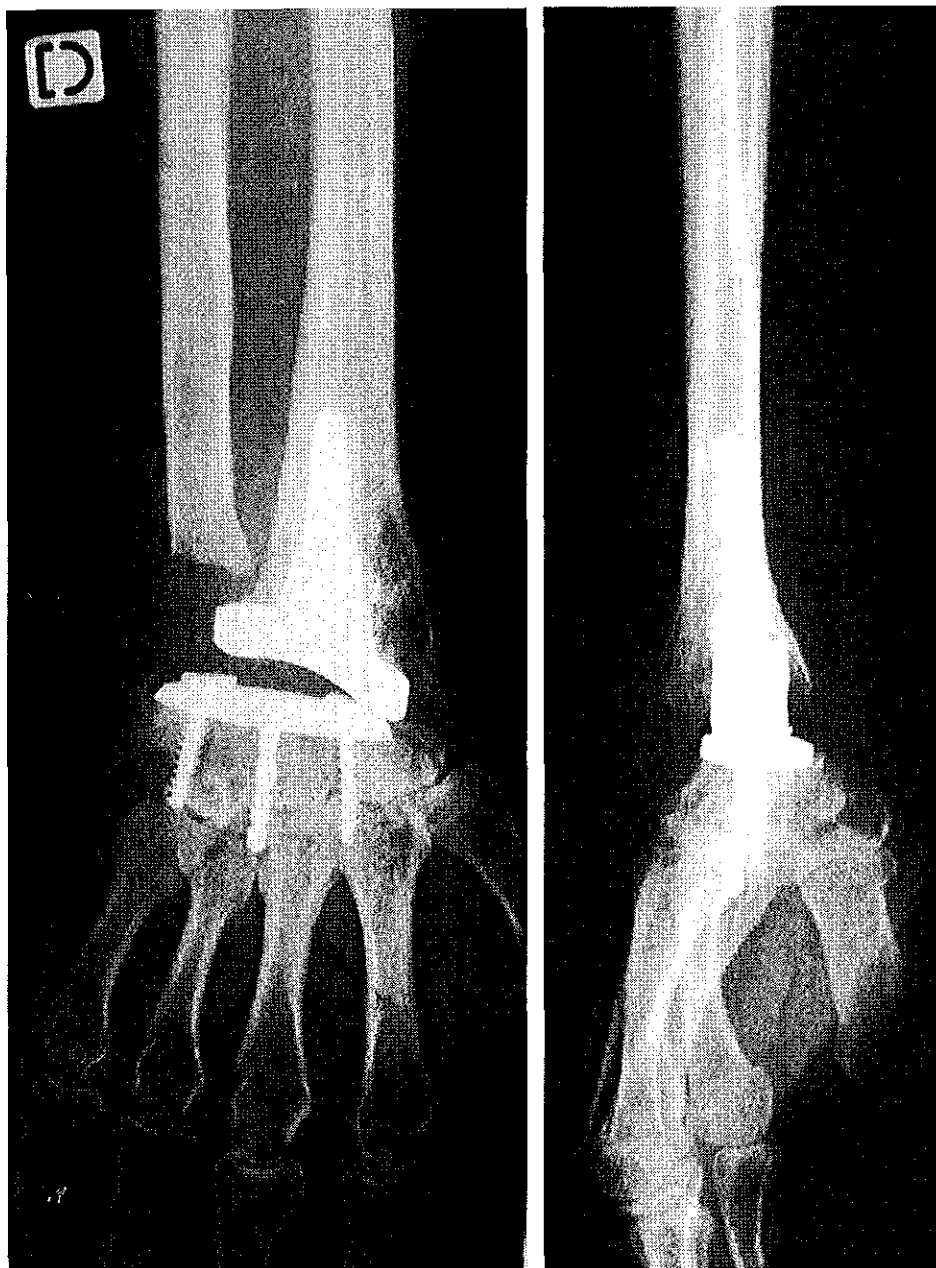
Radiographies post-opératoires précoces
